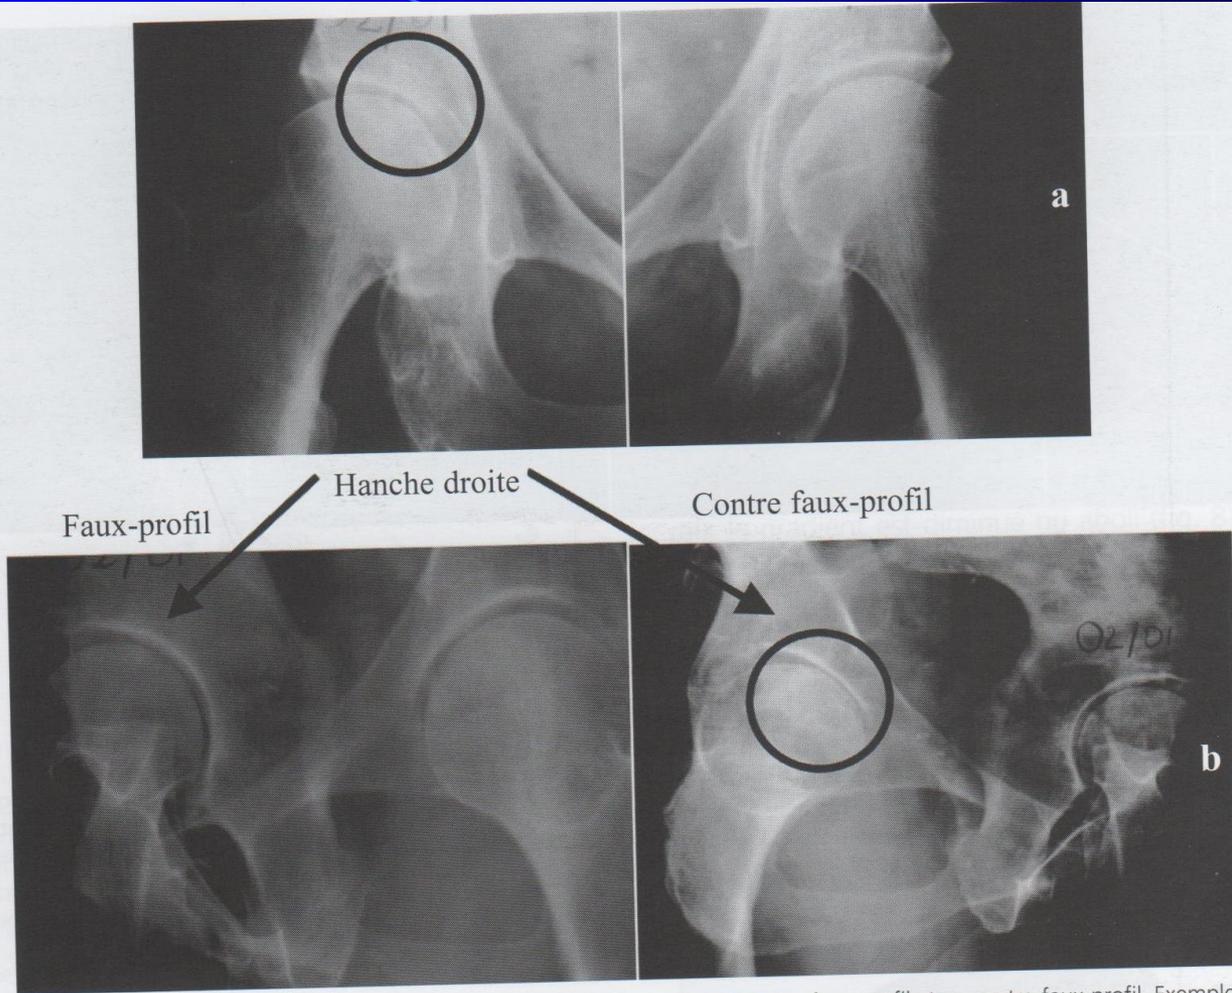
a) Radiographie de hanche de face ; b) Radiographie de hanche en faux-profil et en contre-faux-profil. Exemple de coxarthrose antéro-supéro-médiale droite avec un minime pincement supéro-médial sur la radiographie de face de hanche droite (figure 5a) et un pincement antérieur évident sur le contre-faux-profil, correspond à une atteinte du cartilage de la corne antérieure de l'acétabulum.
